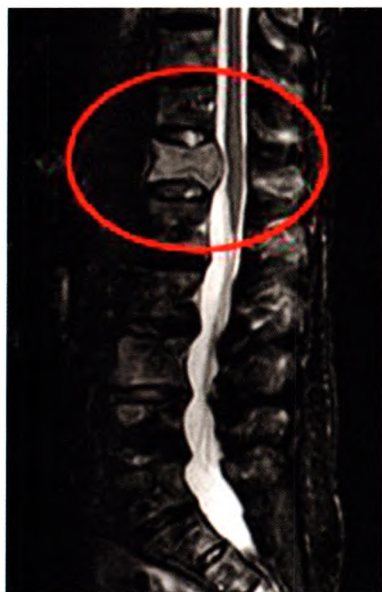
B IRM (séquence T2) en coupe sagittale, montrant une localisation de myélome envahissant T12.
